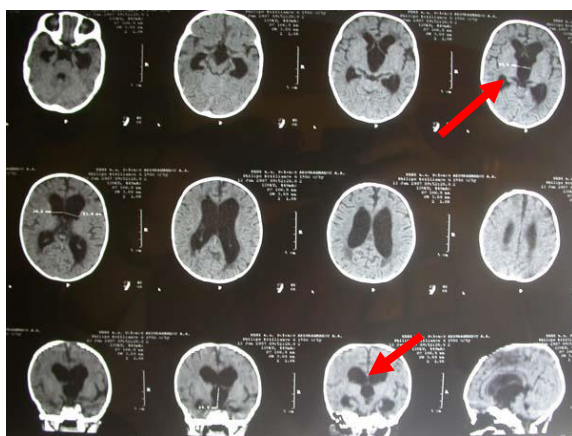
Послеоперационная СКТ головного мозга. Заключение: появились субарахноидальные пространства, уменьшились размеры желудочков мозга (указано стрелками)
